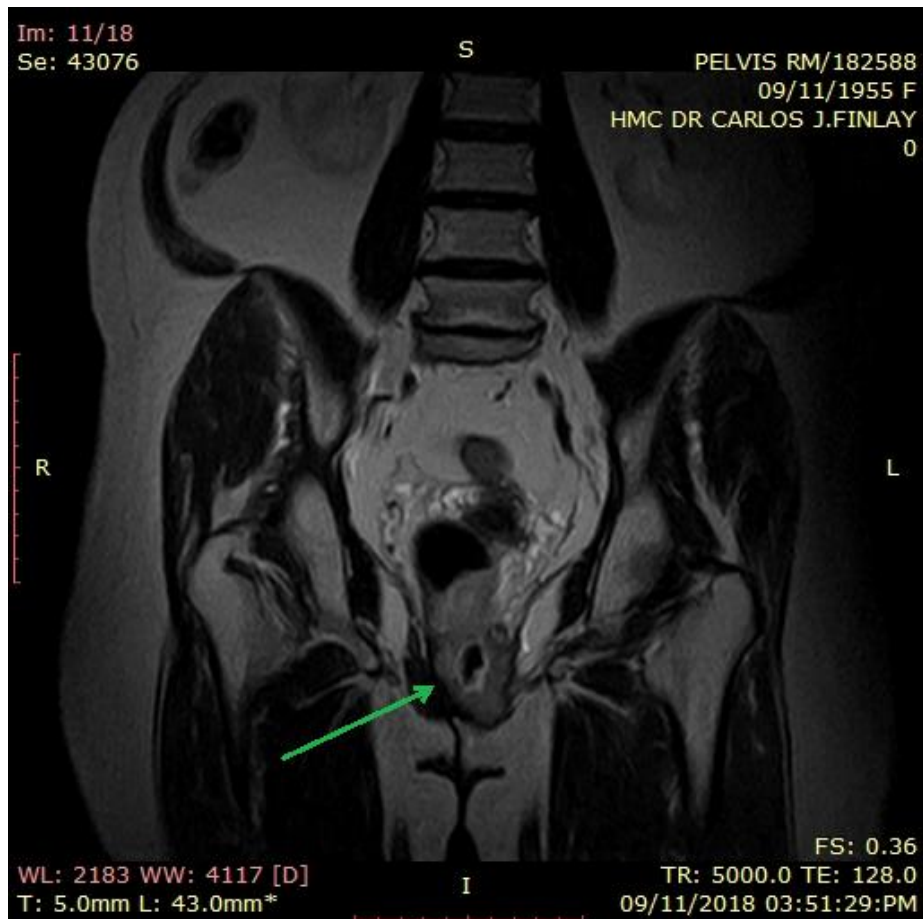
Femenina de 63 años de edad portadora de un Adenocarcinoma moderadamente diferenciado de recto. RM de bajo campo corte coronal secuencia potenciada en T2 donde se observa en segmento inferior del recto imagen tumoral homogénea, con un grosor máximo de la pared de 26 mm, excéntrico que produce infiltración del músculo puborrectal derecho (flecha verde).
